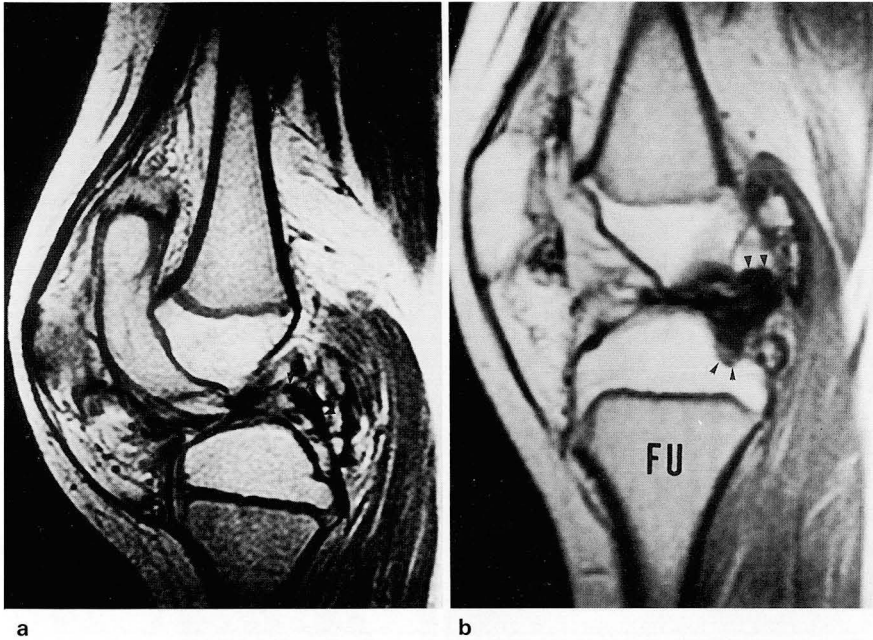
Case 3. Left knee of 11-year-old patient. Synovial hypertrophy with posterior cruciate ligament injury. a. Proton density weighted MR image(2000/25msec) shows hypertrophic synovium, marked destruction of articular cartilage, and irregular articular surface. Posterior cruciate ligament(arrow head) is preserved. b. 6-months follow-up proton density weighted image after aspiration of 80cc hemorrhage, reveals more pronounced arthropathy with subchondral cyst in the tibia (arrow), and interrupted posterior cruciate ligament (arrow head). Low signal intensity of hemosiderin deposition or synovial fibrosis is noted just inferior to PCL.
